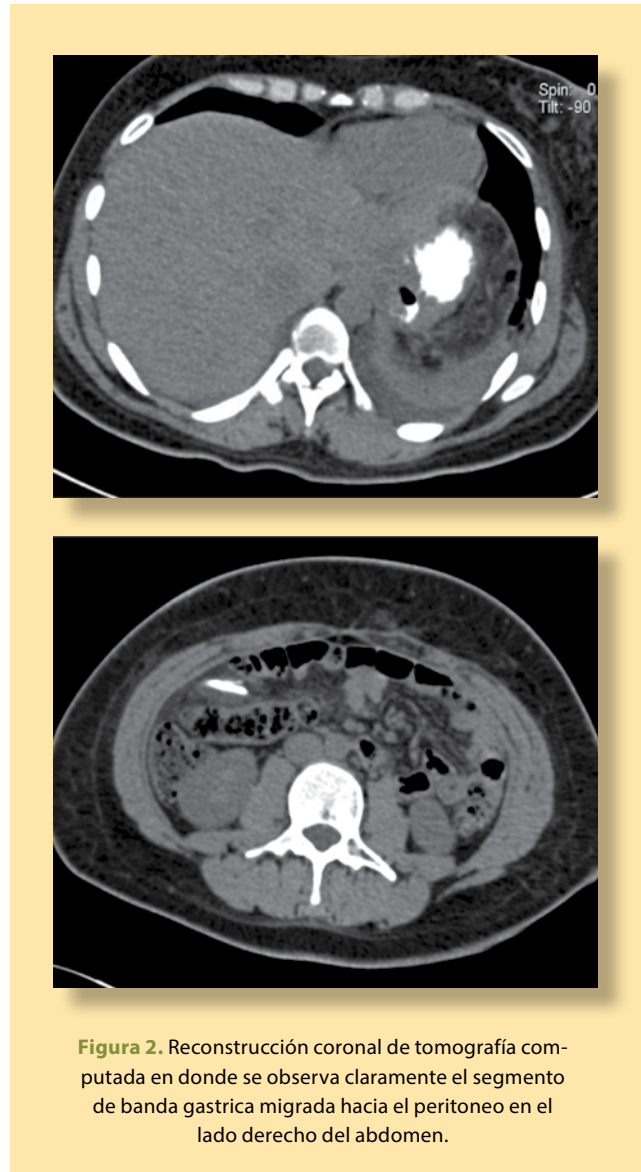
Reconstrucción coronal de tomografía computada en donde se observa claramente el segmento de banda gástrica migrada hacia el peritoneo en el lado derecho del abdomen.
